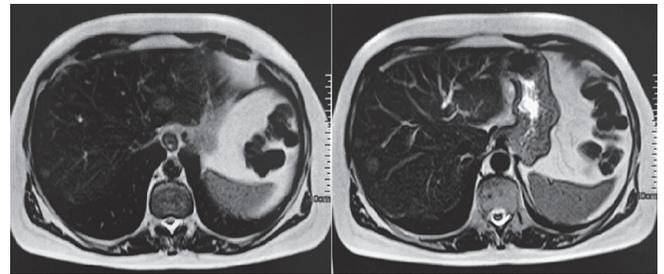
À esquerda ressonância com nódulo hiperintenso em segmento hepático II, e a direita nódulo hiperintenso em segmento hepático VIII
